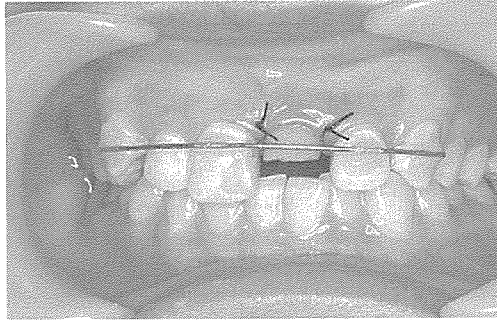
외과적 정출술 후 임상 및 방사선 사진.
